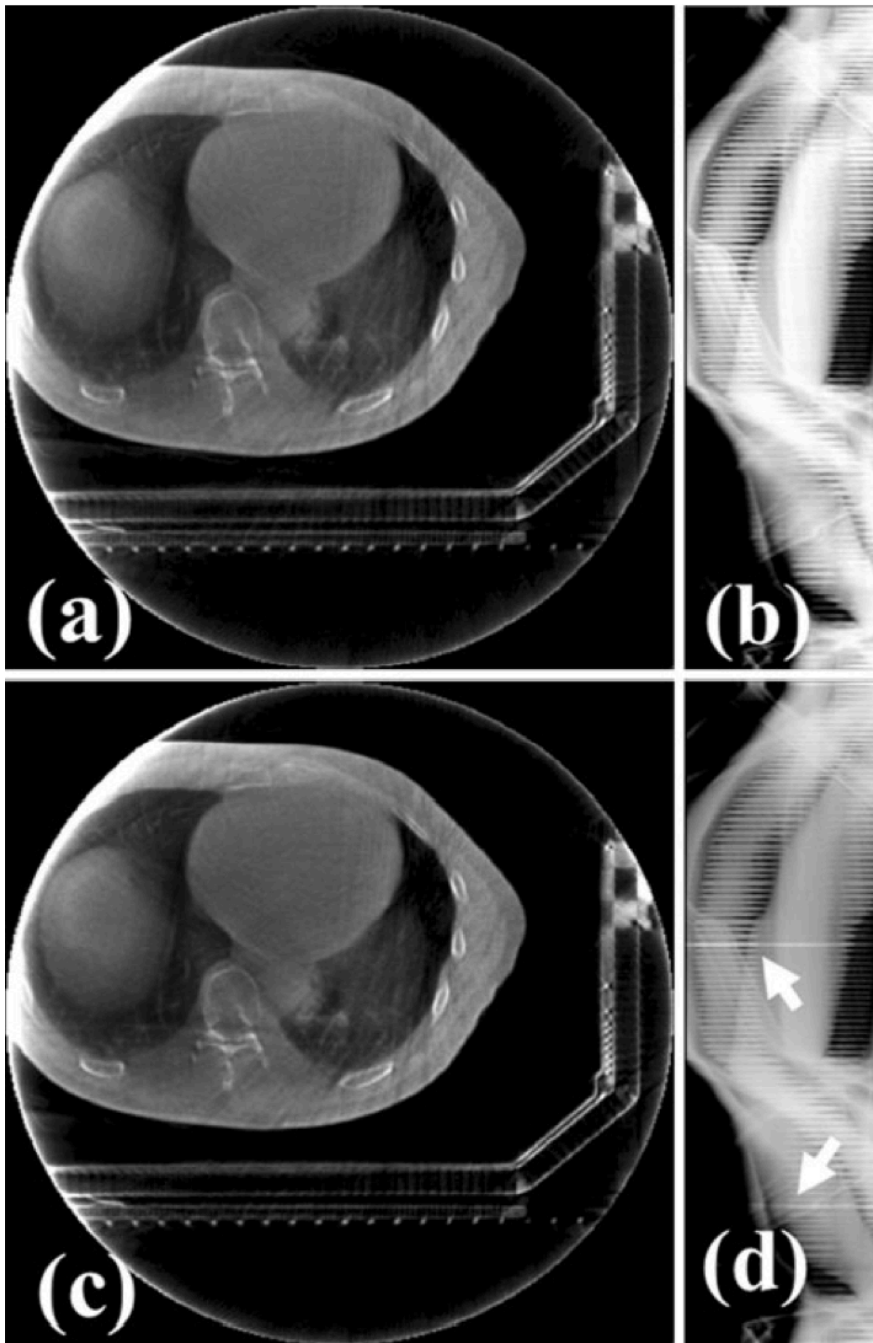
治療中kV CBCTにおける治療ビームによる散乱の影響。(a)、(b)はそれぞれ、散乱補正後のkV CBCT画像axial断面とサイノグラムを表す。比較のため、散乱補正前のkV CBCT画像axial断面とサイノグラムを(c)、(d)に示す。治療ビームによる散乱の影響は、(d)において矢印で示されている。散乱補正によって、サイノグラムにおけるストリーク状のアーチファクトは低減したが、再構成画像の画質においては、ほとんど変化は見られなかった。
